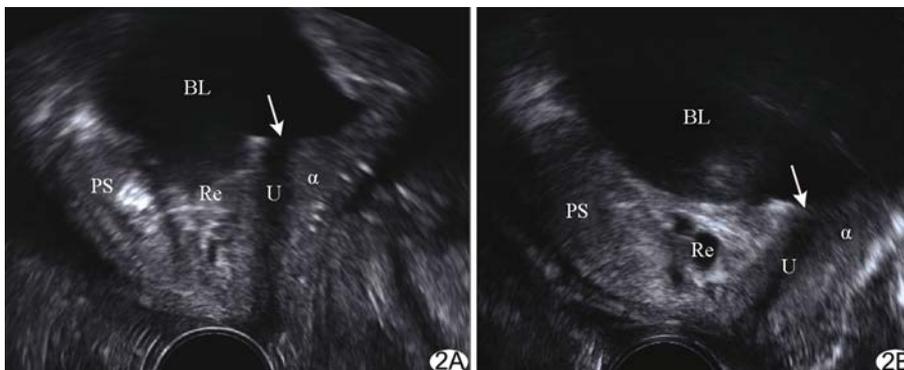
二维超声显示年轻未育女性前盆腔 A. 安静状态下,由腹侧至背侧依次显示耻骨联合、耻骨后间隙、尿道和膀胱尿道后角; B. 最大 Valsalva 动作后,膀胱颈向后下方(背尾侧)移位 (PS:耻骨联合;Re:耻骨后间隙;U:尿道; α :膀胱尿道后角;BL:膀胱;箭头膀胱颈)
